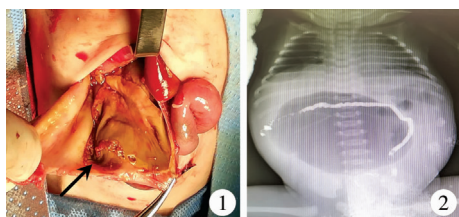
MP 患儿术中见肝下外侧巨大假性囊肿 箭头所指为假性囊肿,内含肠液,囊壁为纤维素性渗出形成包裹(男,10 d,出生体重:1.7 kg,孕35<sup>+</sup>周) 图2 该MP 患儿术前X线灌肠造影,可见巨大假性囊肿,胎儿型小结肠以及腹部左侧的钙化斑
